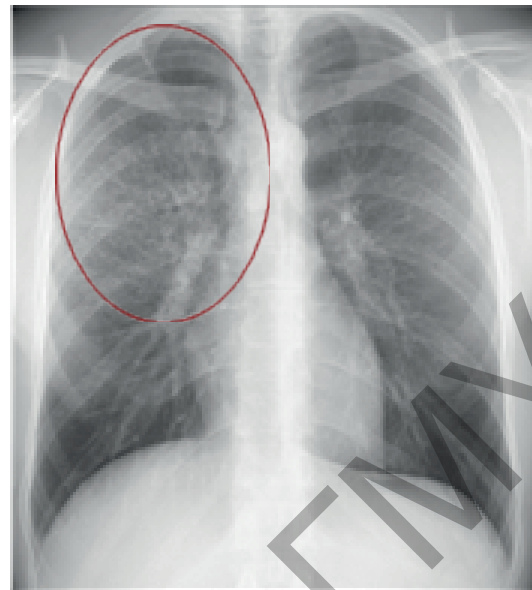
Рентгенограмма органов грудной клетки 28.05.2019 г. (описание в тексте)
